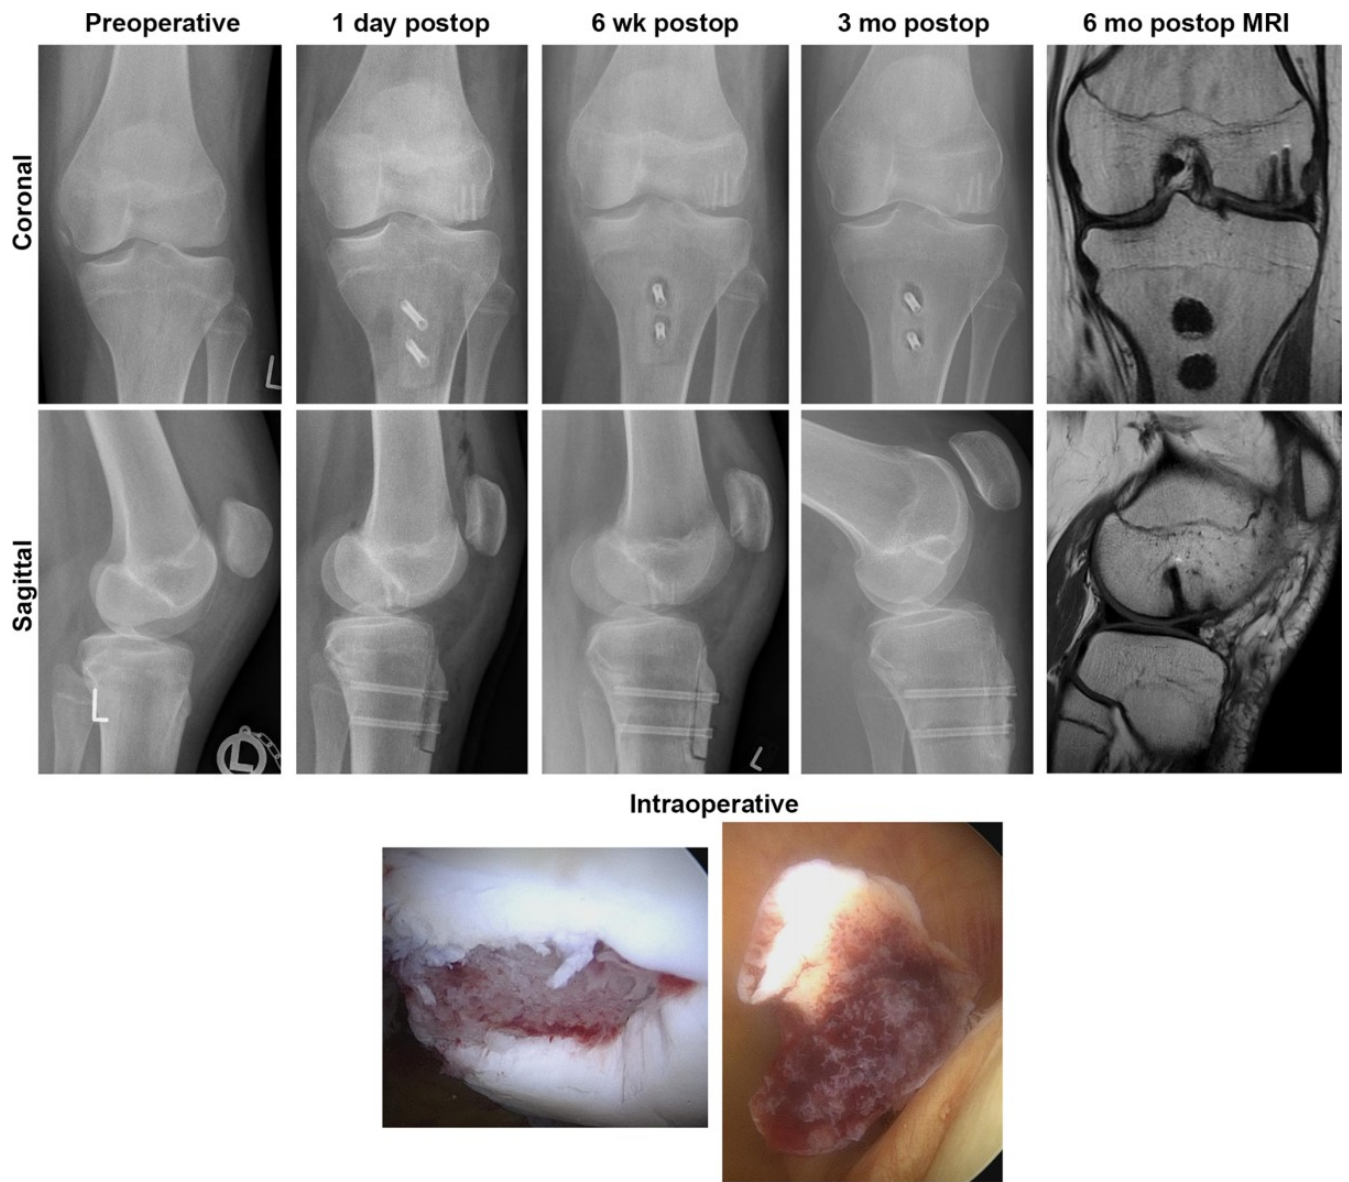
Preoperative, intraoperative, and postoperative images from a 14-year-old girl (body mass index, 27.3) with a grade 4 osteochondral lesion of the lateral femoral condyle after an Elmslie-Trillat procedure (using 4.8-mm absorbable magnesium screws) and refixation of an osteochondral fragment of the lateral femoral condyle (using 2.0-mm absorbable magnesium pins). MRI, magnetic resonance imaging; postop, postoperative.
